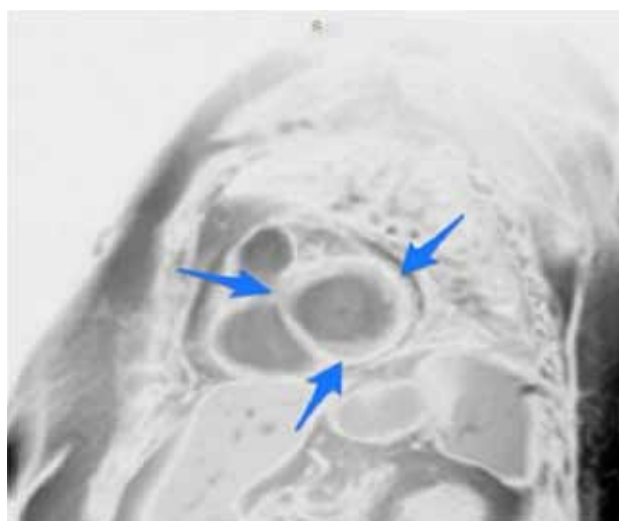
МРТ сердца (кардиомангнитный резонанс) пациентки Б (пояснения в тексте)
